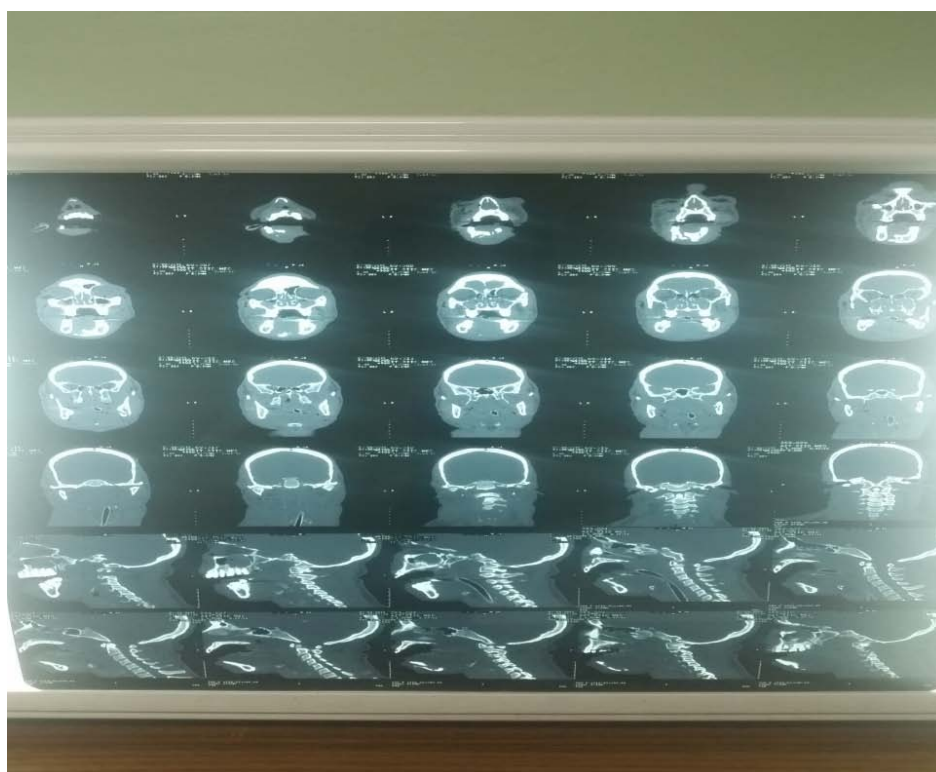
TDM cranio faciale(coupe coronale et frontale)
